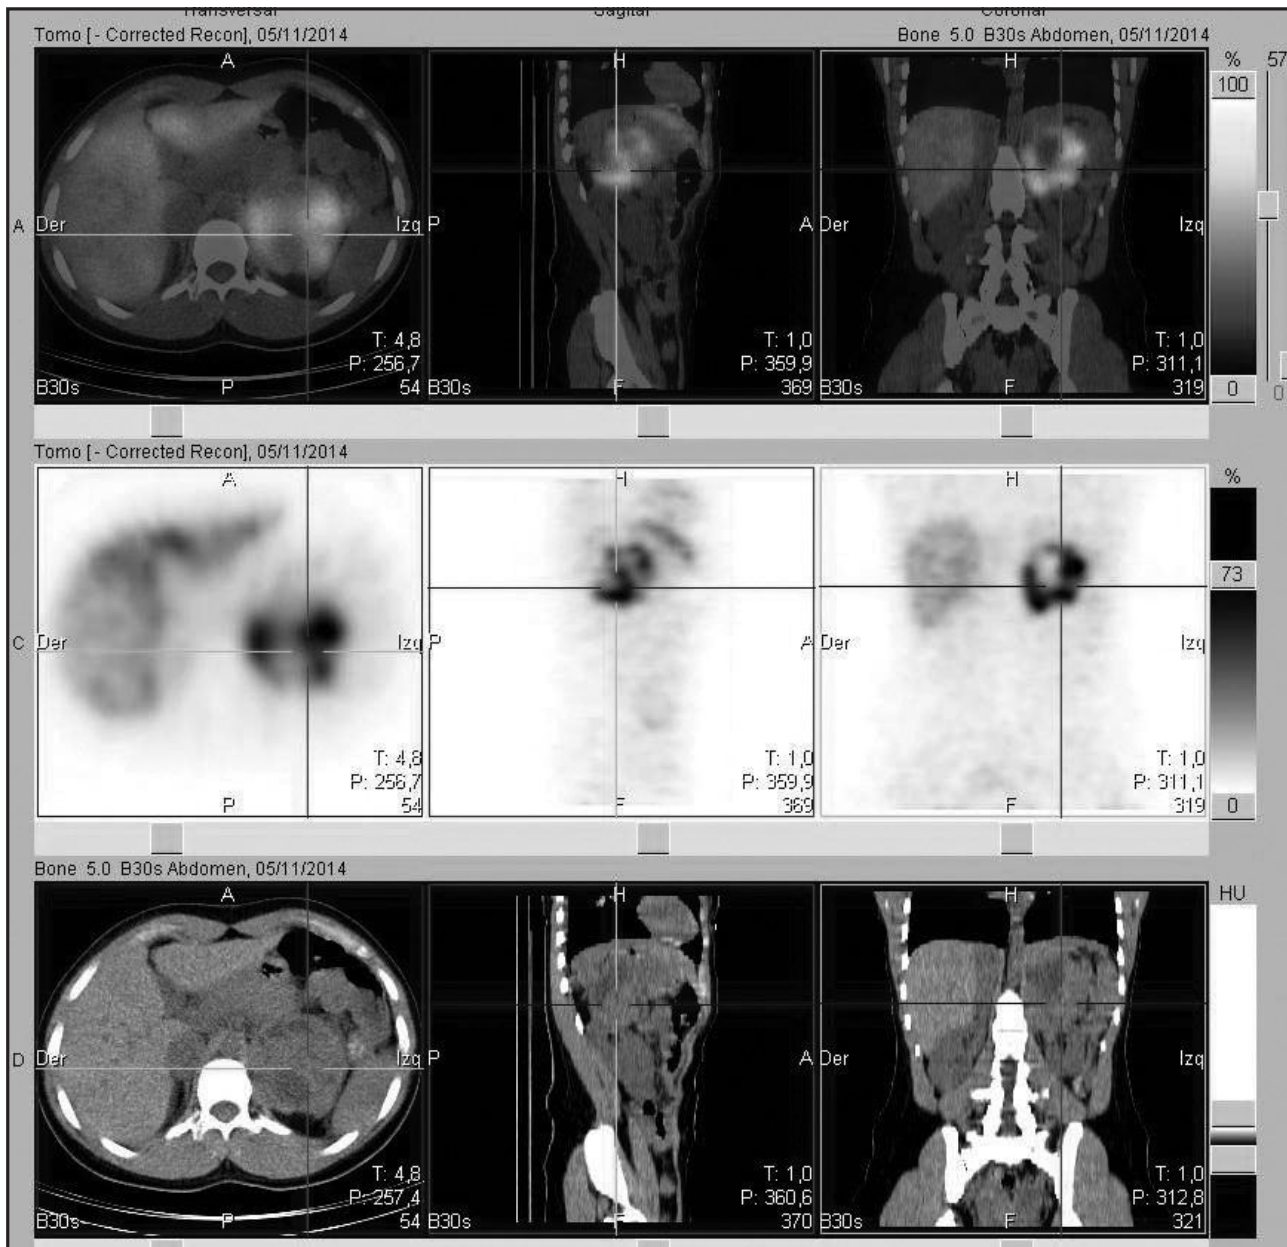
SPECT-CT con MIBG en la cual se aprecia masa hipercaptante dependiente de la glándula suprarrenal izquierda compatible con feocromocitoma, sin signos objetivos de actividad metabólica a distancia, por lo que se descarta enfermedad a distancia.
